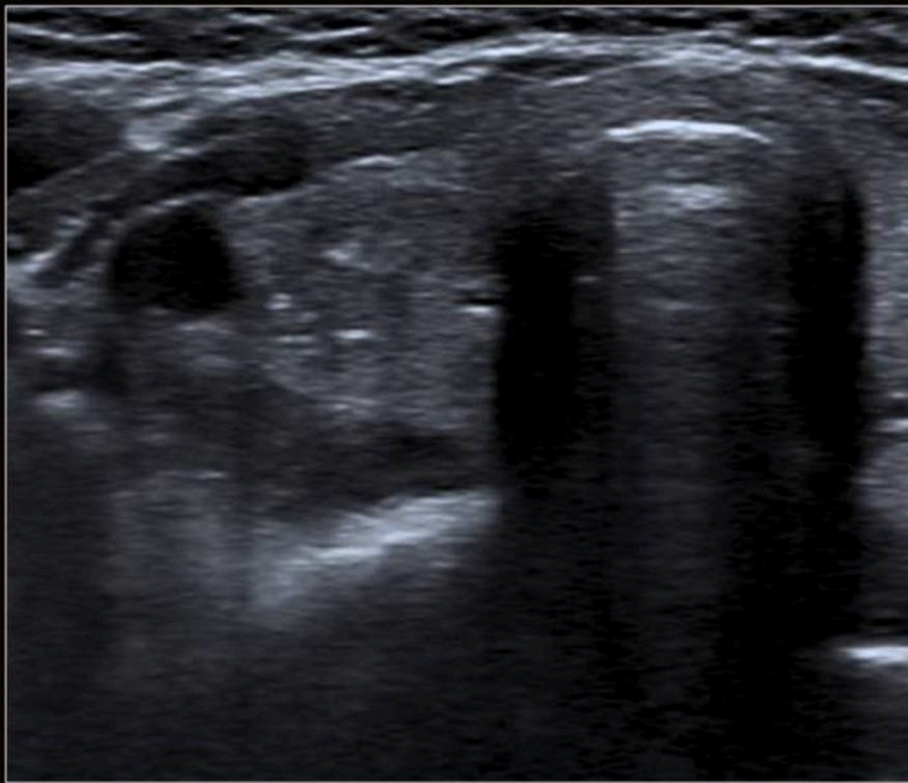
Ecografía tiroidea. Nódulo discretamente hipoecoico, de márgenes irregulares y con calcificaciones. AP: carcinoma papilar
